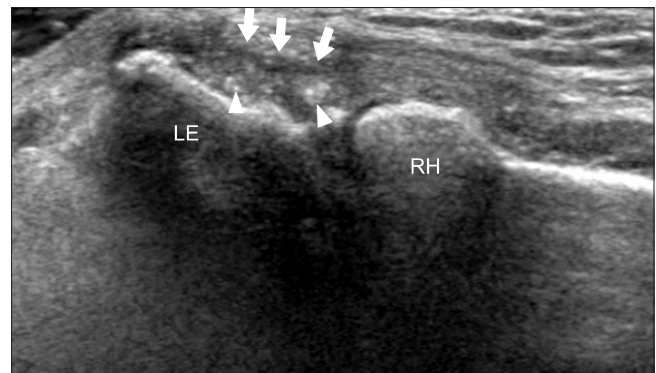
Ultrasonography findings of tendinopathy. Long axis image of the extensor carpi radialis brevis tendon shows a focal hypoechoic area (arrows), small calcifications (arrowheads), and loss of fibrillary pattern. LE, lateral epicondyle; RH, radial head.
